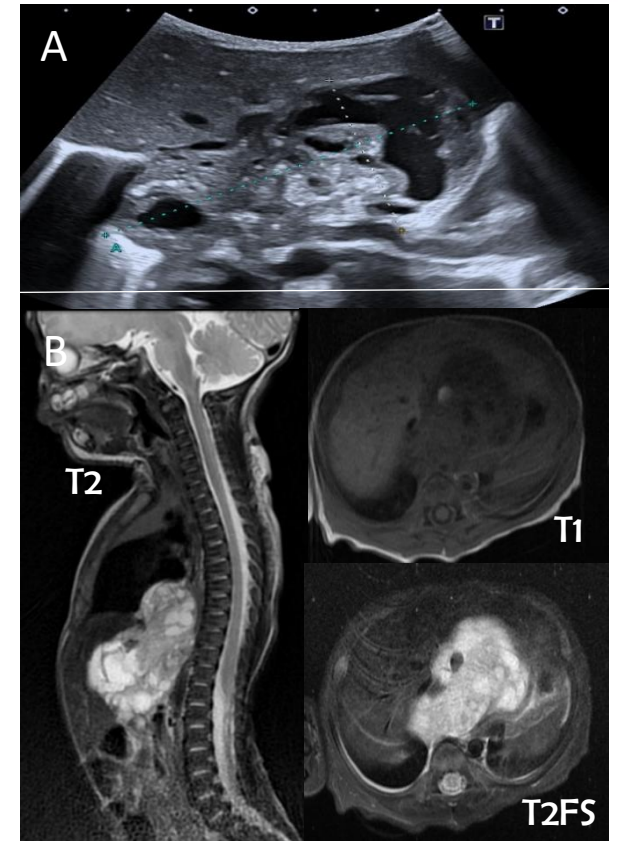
Ecografía (12A) y RMN (secuencias sag T2; axial T1 y T2 FS) (12B) con masa tóraco-abdominal sólido-quística con focos grasos. AP de teratoma inmaduro
